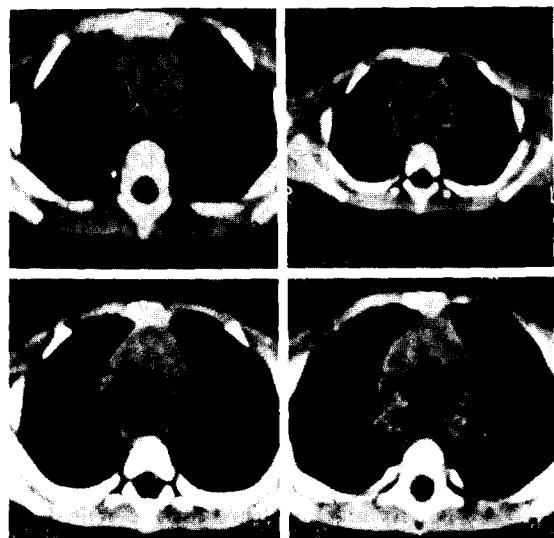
Preoperative chest CT scan, showing tracheal stenosis above the carina.
